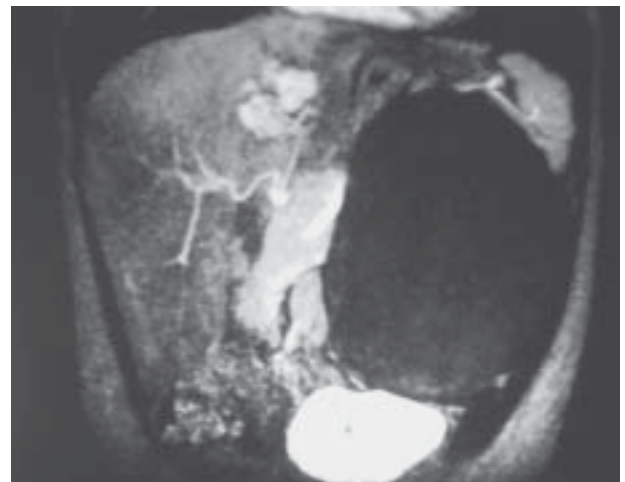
Detalhe da angiorressonância evidenciando a fistula artério-portal caracterizado pelo enovelado de vasos no segmento IV do fígado.
